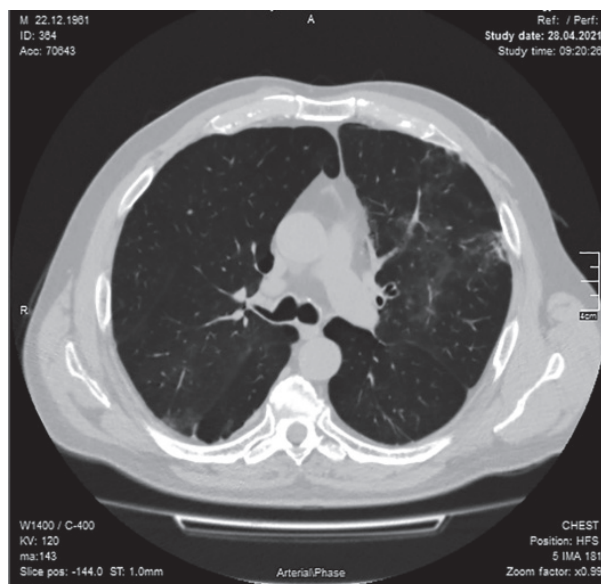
Аксіальний зріз КТ ОГК хворого С. через 3 тижні на тому ж рівні. Визначається відновлення пневматизації паренхіми легень.
